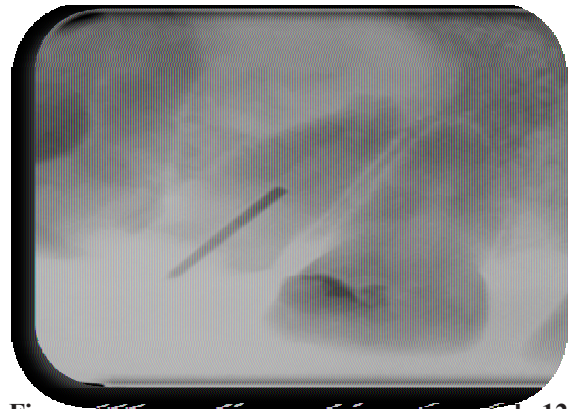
radiographie pré-opératoire de la 12
